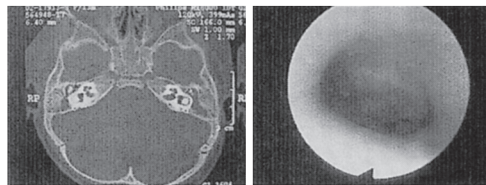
CT scan showing low density lesion in bilateral middle ear and finding of left side tympanic membrane before ventilation tube insertion
